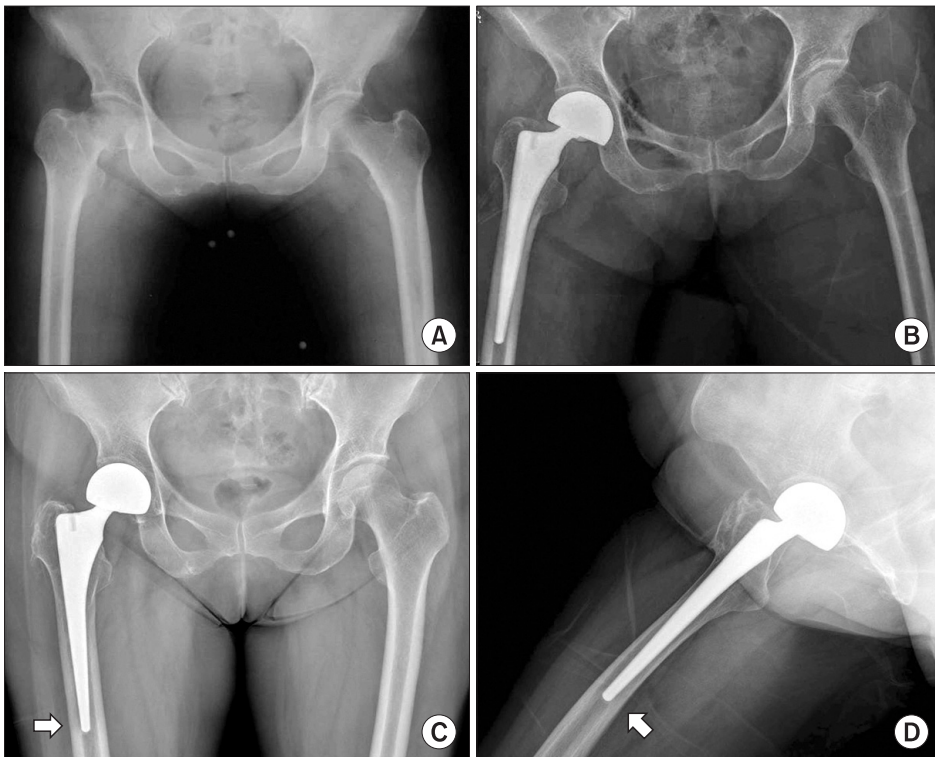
(A) A 68-year-old female patient had a right femur neck fracture. (B) The postoperative radiograph shows good stem position and canal fit. (C, D) At postoperative five years, anteroposterior and lateral radiograph shows a stable bony fixation of the femoral stem. Bone ingrowth was noted (arrows).
